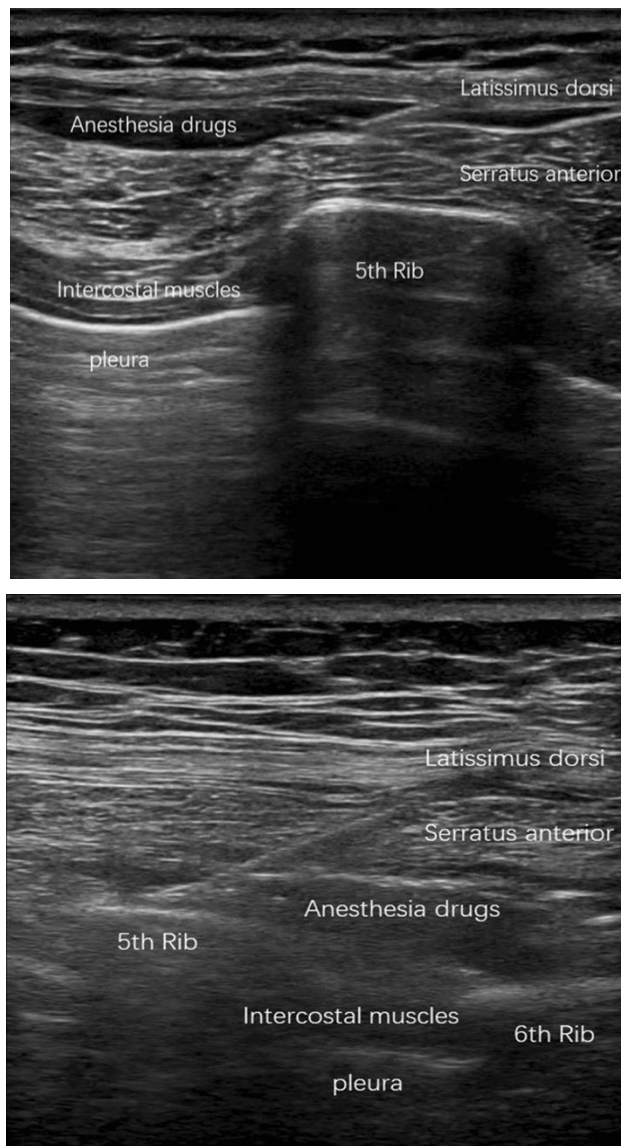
Ultrasonografia BPSA superficial (stânga) și BPSA profund (dreapta) [177].
